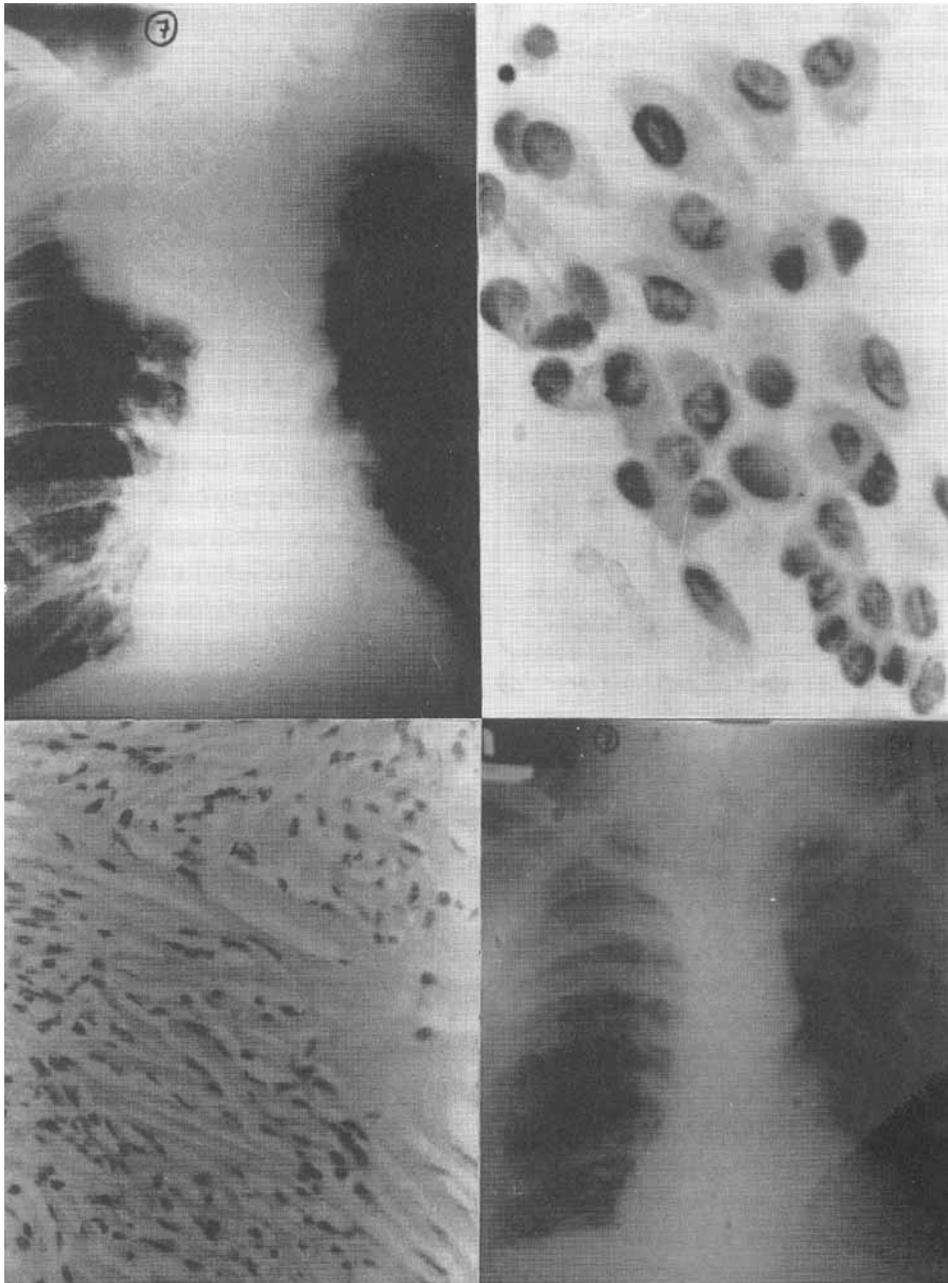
En el recuadro superior izquierdo se muestra la radiografía posteroanterior de un hombre de 39 años de edad con una masa apical derecha de crecimiento rápido, homogénea y con bordes irregulares. La BAAD (fotografía superior derecha) reveló una lesión fusocelular benigna compatible con schwannoma (hematoxilina-eosina 400x). La ilustración inferior izquierda corresponde al tumor extirpado, que presenta el patrón fusocelular neurogénico característico de un schwannoma benigno (hematoxilina-eosina - 200x). La radiografía inferior derecha representa un control posoperatorio realizado tres años después, no existe evidencia de neoplasia.
